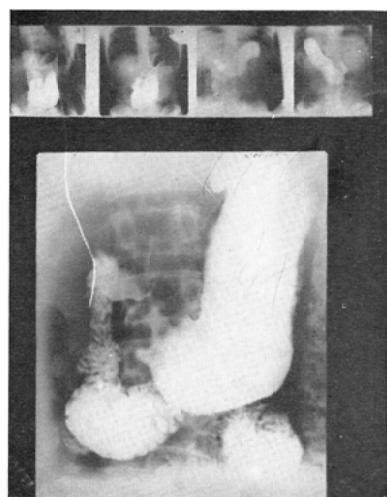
Case 9. deformity of angulus and antrum, (over. miniature, under. routine X-ray)
